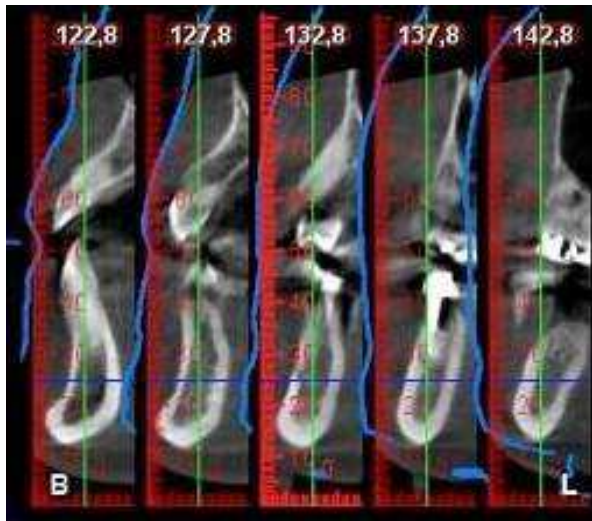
Imagens de CBCT do Paciente no Programa Planmeca Romexis 5.2.1.R.
